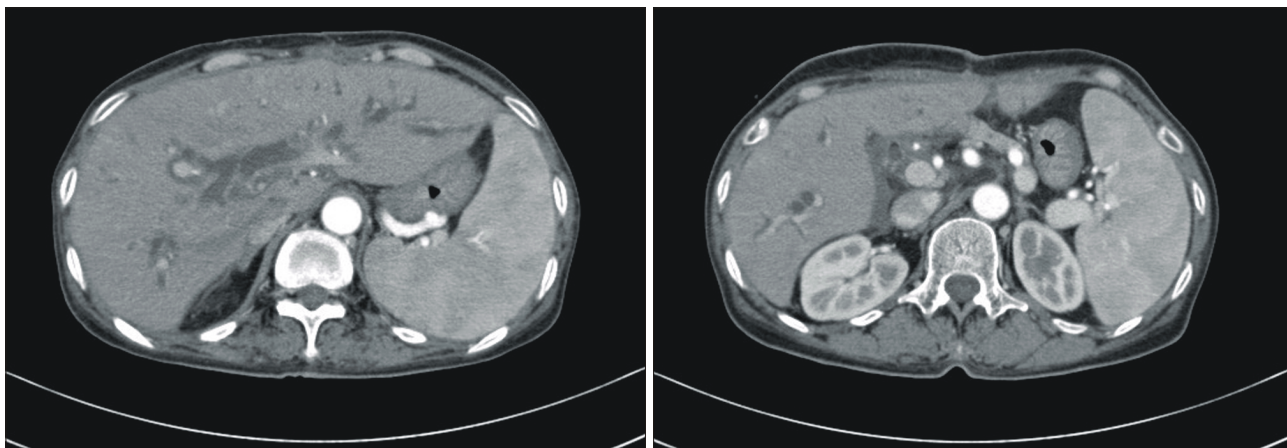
Abdominal CT finding. It shows proportional biliary dilatation with questionable stricture involving mid common bile duct at the level of T-tube insertion.
